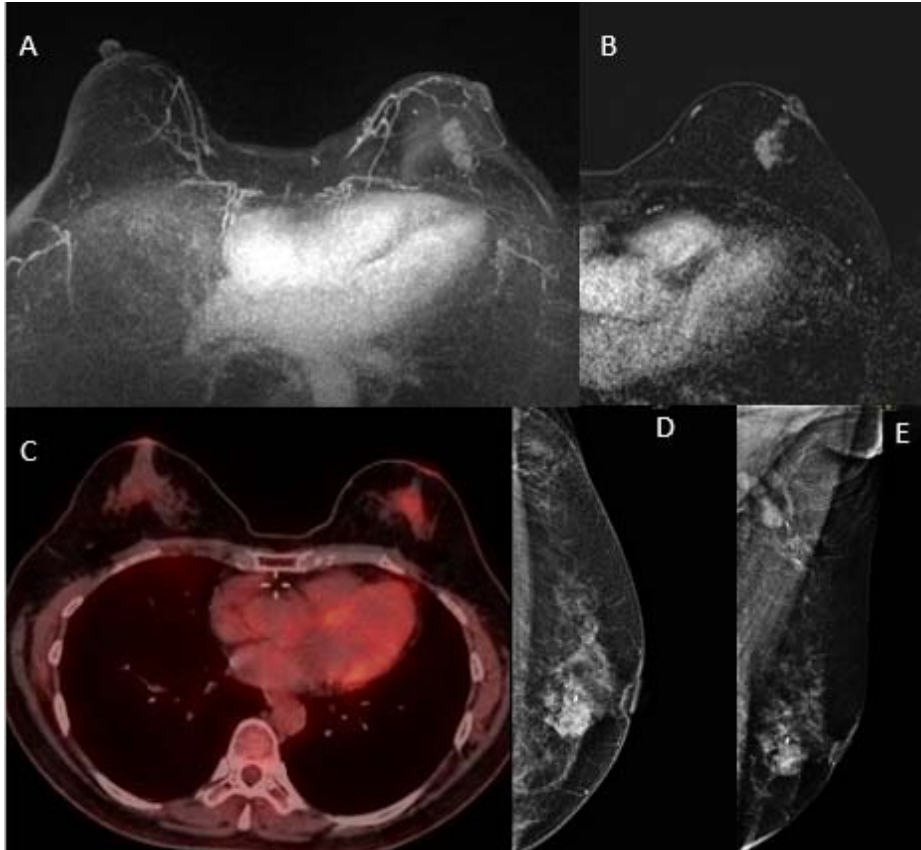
Exemplo de caso de paciente com queixa palpável na mama esquerda. A-B) RM de mamas (A: axial reconstrução em 3D-MIP; B: subtração) demonstrando nódulo irregular localizado no terço médio da região central da mama esquerda. C) PET/CT FDG com área irregular na região central da mama esquerda com SUVmax de 1,8. D-E) Incidências mamográficas mostrando nódulo irregular localizado no terço médio da região central, com clipe metálico de permeio.
